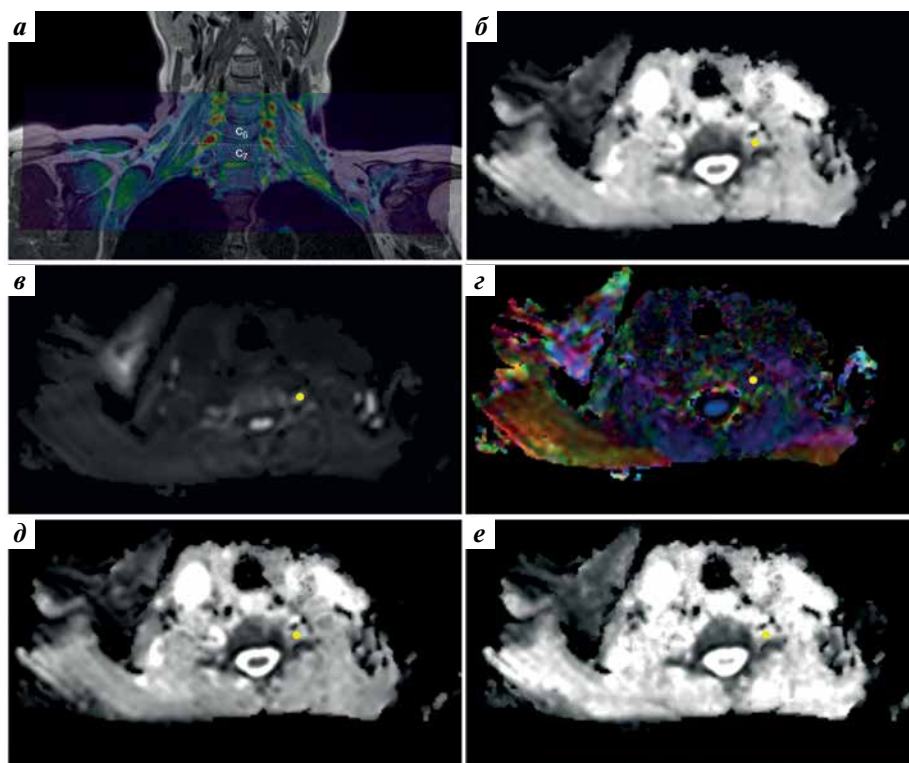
Диффузионно-тензорная магнитно-резонансная томография плечевых сплетений пациентки с мультифокальной моторной нейропатией, собственные данные: а — карта тензора, наложенная на трехмерные анатомические данные, пунктирной линией указан уровень представленных аксиальных срезов; б — карта измеряемого коэффициента диффузии (средней диффузионной способности) (ADC); в — карта следа диффузии (сумма аксиальной и радиальных компонент тензора); г — цветная карта фракционной анизотропии (FA); д — радиальная диффузионная способность (среднее радиальных коэффициентов диффузии, RD); е — аксиальная диффузионная способность (аксиальный коэффициент диффузии, AD). Желтым цветом указан аксиальный срез передней ветви левого спинномозгового нерва C7, в этой зоне интереса были получены следующие значения (приведены в формате среднее \pm стандартное отклонение): ADC = $1,24 \pm 0,236 \times 10^{-3} \text{ мм}^2/\text{с}$; FA = 316 ± 49 ; RD = $1,009 \pm 0,194 \times 10^{-3} \text{ мм}^2/\text{с}$; AD = $1,697 \pm 0,330 \times 10^{-3} \text{ мм}^2/\text{с}$ (для сравнения — показатели диффузионно-тензорной магнитно-резонансной томографии здорового добровольца в той же зоне интереса: ADC = $1,3 \pm 0,177 \times 10^{-3} \text{ мм}^2/\text{с}$; FA = 493 ± 37 ; RD = $0,897 \pm 0,186 \times 10^{-3} \text{ мм}^2/\text{с}$; AD = $2,111 \pm 0,290 \times 10^{-3} \text{ мм}^2/\text{с}$)
